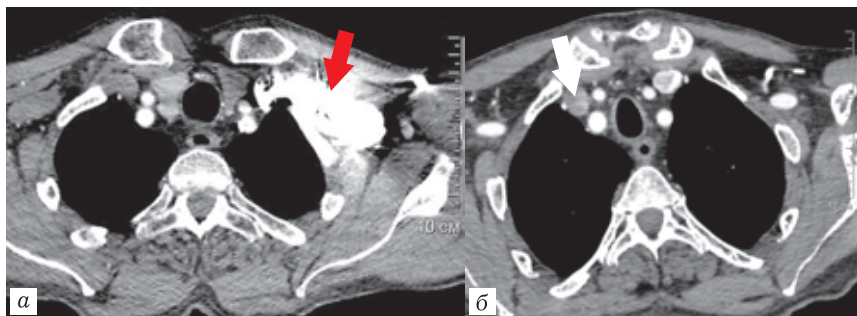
КТ-ангиограммы, аксиальные изображения: а — использование одноколбового болюсного инжектора, выраженные артефакты на уровне левой подключичной вены (красная стрелка); б — использование двуколбового инжектора, «вымывание» контрастного препарата нивелирует артефакты (белая стрелка)
